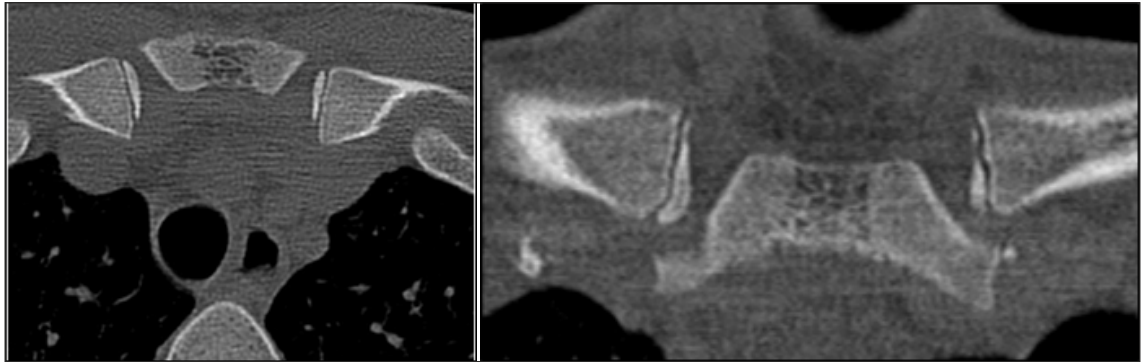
Imágenes de una TC de extremidad proximal de las clavículas en estadio 2c de Kellinghaus (24); en la imagen superior se muestra un corte axial y en la inferior uno coronal.
